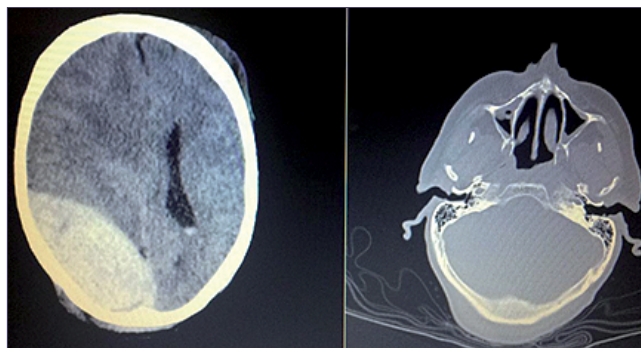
Cranial CT disclosing right parietooccipital EDH.
